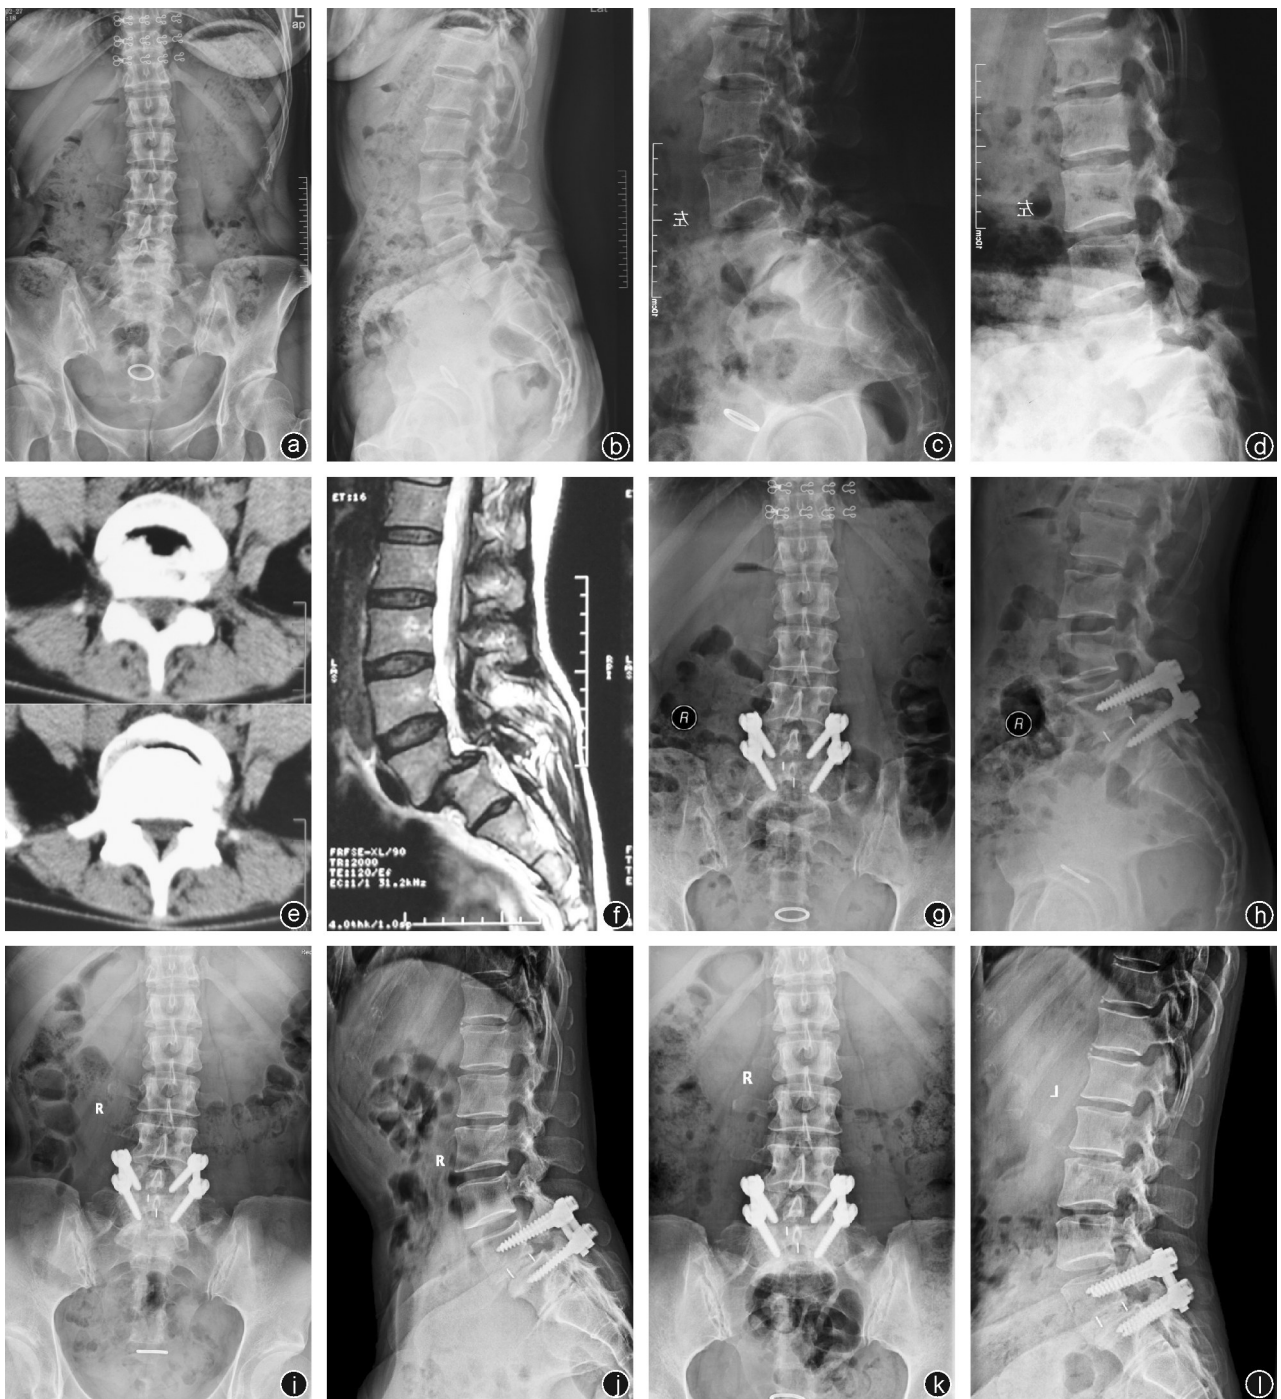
病人,女,47岁,反复发作腰痛10余年,左下肢疼痛半年加重2周 a~d:术前正侧位、动力位X线片示L₄椎体向前滑脱且不稳;e、f:术前CT和MRI提示L₄椎体向前滑脱,硬膜囊受压明显,局部椎管狭窄;g、h:术后正侧位X线片提示椎弓根螺钉和Cage位置良好,L_{4/5}椎间隙植骨满意,椎体间高度恢复正常,滑脱椎体复位,脊柱恢复正常序列;i、j:术后1年腰椎正侧位X线片提示内植物位置良好、滑脱复位良好,椎间植骨融合良好;k、l:术后2年腰椎正侧位X线片示滑脱复位维持良好
